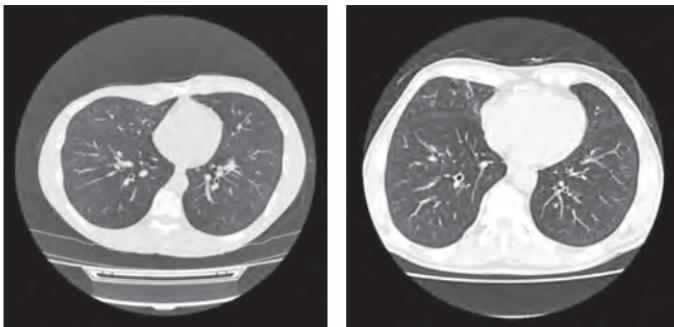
КТ-картина у пациентов с ХОБЛ
